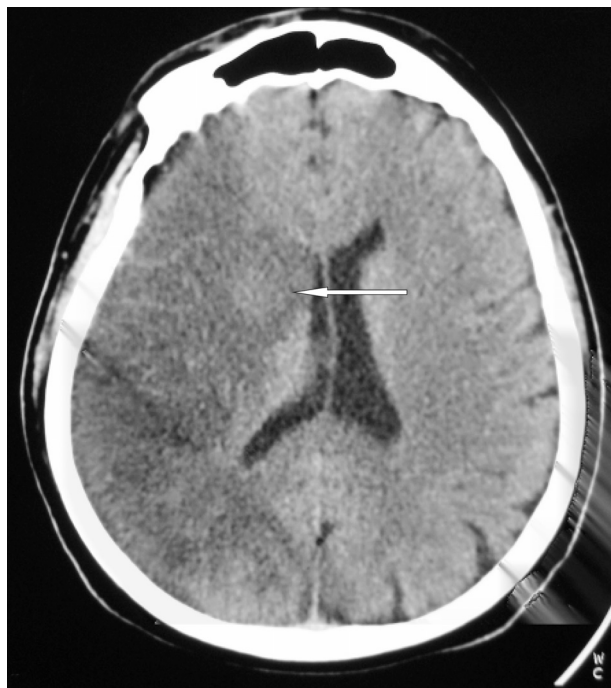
СКТ головного мозку хворої Д., 75 років. Через 10 год від початку захворювання. Зріз на рівні тіл бокових шлуночків (аксіальна проекція). Ковтальний дефіцит становив 22 бали (помірну дисфагію) і виявлявся порушенням ініціації ковтального акту, погіршенням глоткового транзиту болюсу та виявами аспірації. В правій лобно-скронево-тім'яній ділянці візуалізується масивне гіподенсивне вогнище (показано стрілкою) розміром $90 \times 37 \times 50$ мм, неправильної форми, без чітких меж, зумовлене гострим ішемічним інсультом
